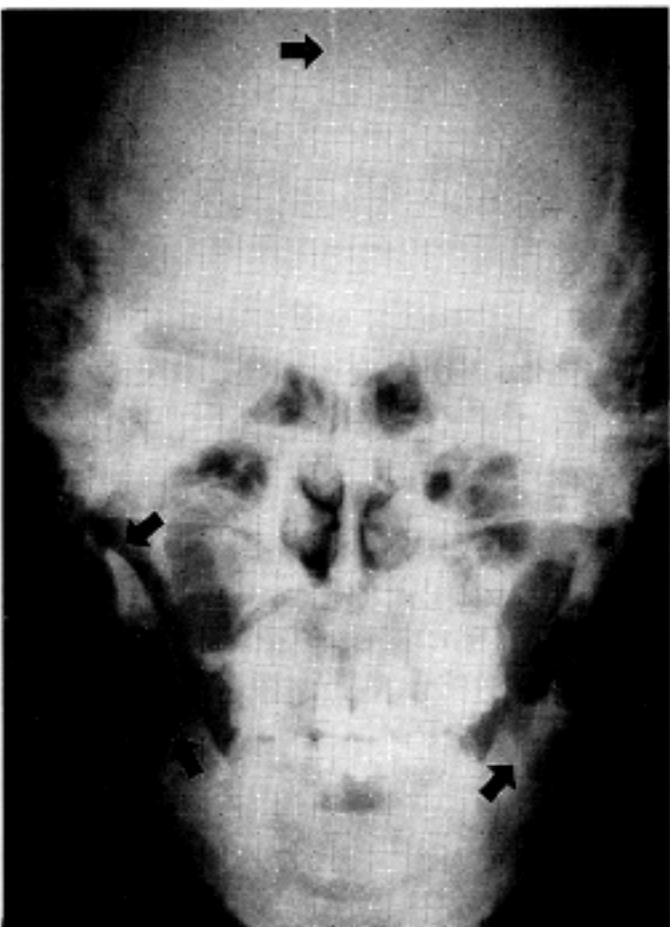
The skull radiograph showing calcification on falx cerebri, radiolucent lesions of bilateral rami of both jaws and agenesis of right coronoid process.
